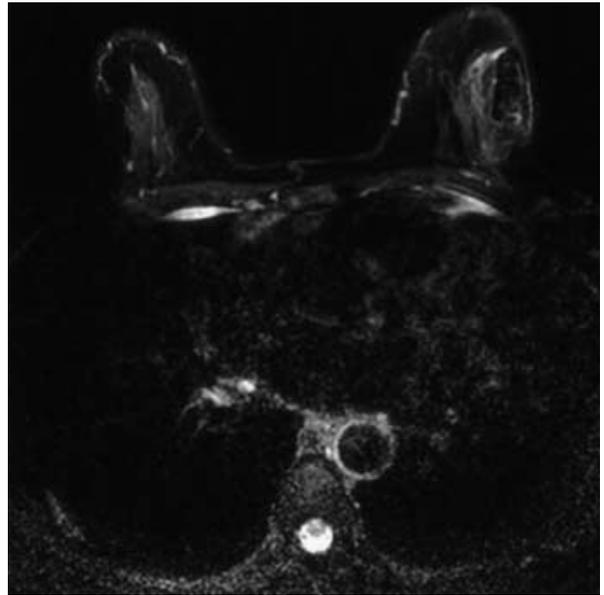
Follow up MRI 2 months later EChT. MRI fat suppression T2 weighted image reveals disappeared previous high signal intensity nodules, but abnormal high signal intensity irregular septae and diffuse skin thickening at EChT site. This finding is suggestive of sclerotic change and fibrosis after EChT.
